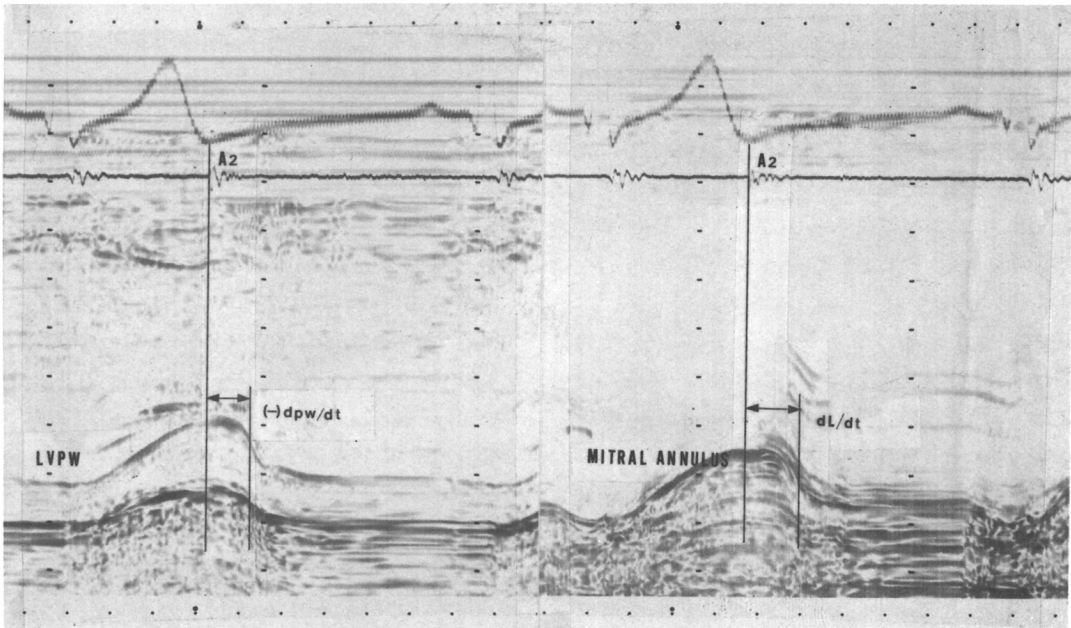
Measured time intervals from M-mode Echocardiogram. Left : Time interval from A₂ to peak thinning rate point of left ventricular posterior wall(A₂-(-)dpw/dt). Right : Time interval from A₂ to peak lengthening rate point of mitral annulus(A₂-dL/dt). From three two values nonuniformity((-)dpw/dt-dL/dt) was calculated : (A₂dL/dt)-(A₂-(-)dpw/dt)=(-)dpw/dt-dL/dt.
